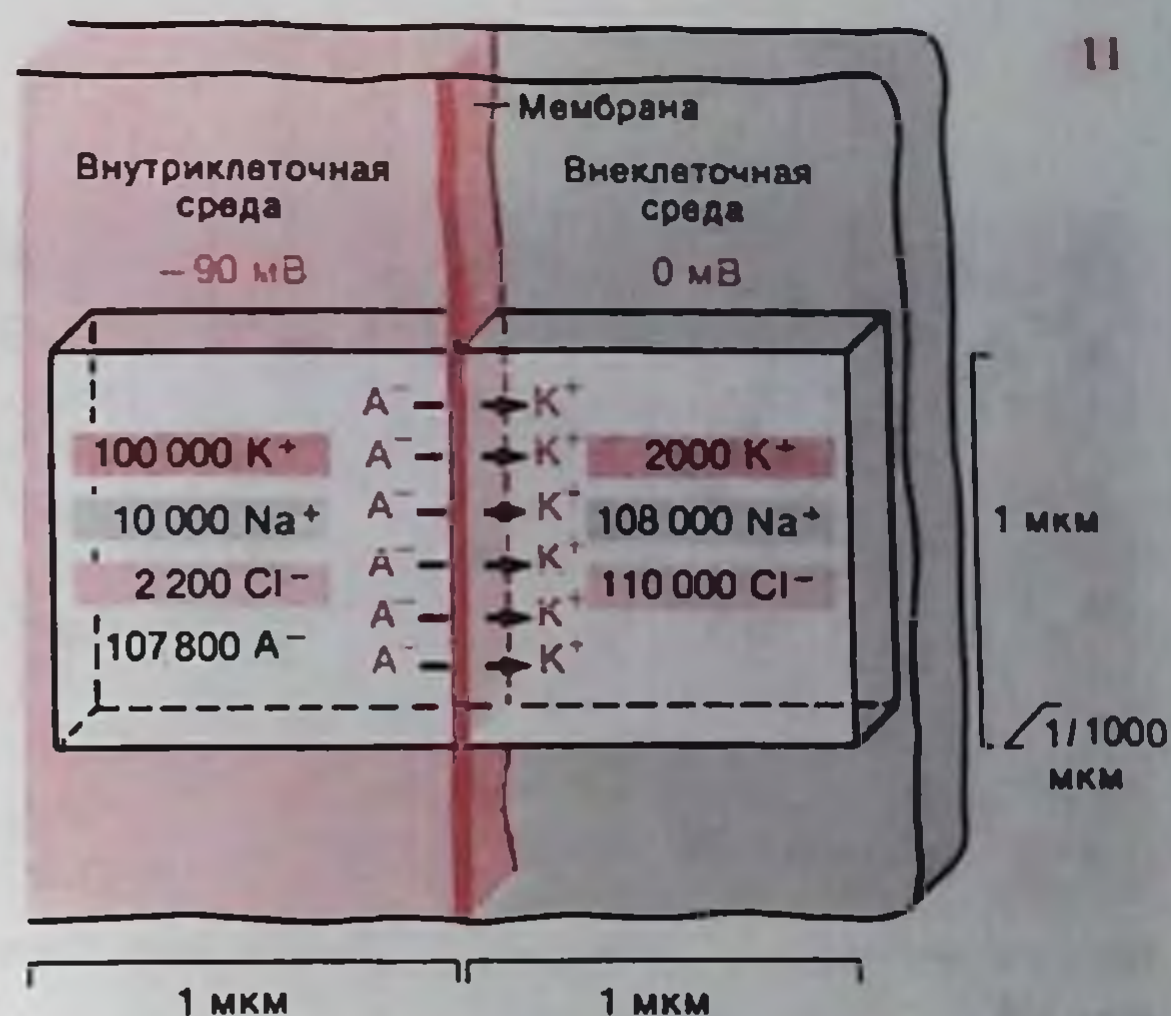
Заряд мембраны при потенциале покоя. Заряд на маленьком участке мембраны площадью 1 мкм × 0,001 мкм, где размещаются 6 ионов K^+ и 6 анионов (A^-), сопоставлен с числом ионов в объемах 1 мкм × 1 мкм × 0,001 мкм по обе стороны мембраны. Стрелками показана диффузия K^+ из клетки через мембрану. Емкость мембраны принята равной 1 мкФ/см².
